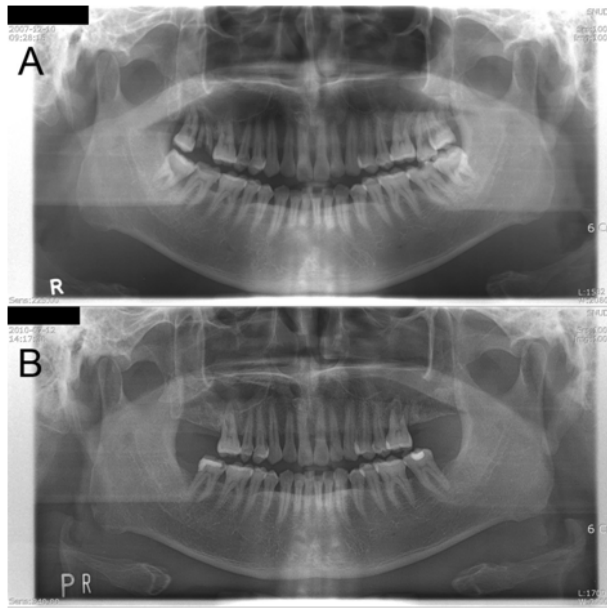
Dental panoramic x-ray.
